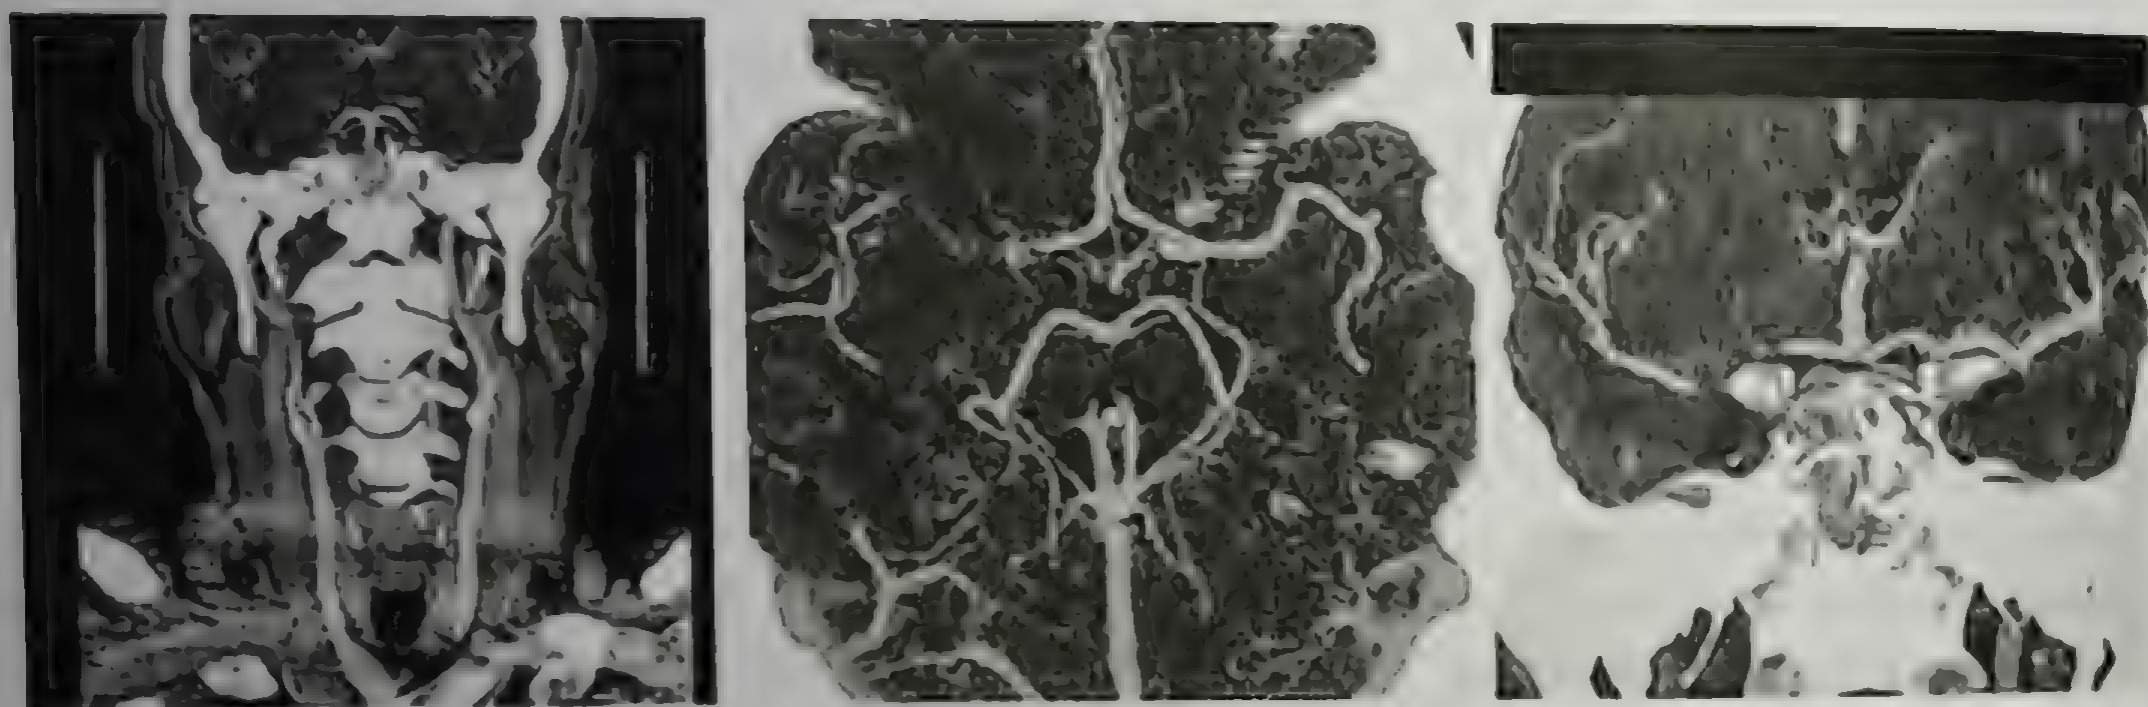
Компьютерно-томографическая ангиография магистральных сосудов шеи (слева) и сосудов мозга (в центре и справа)
